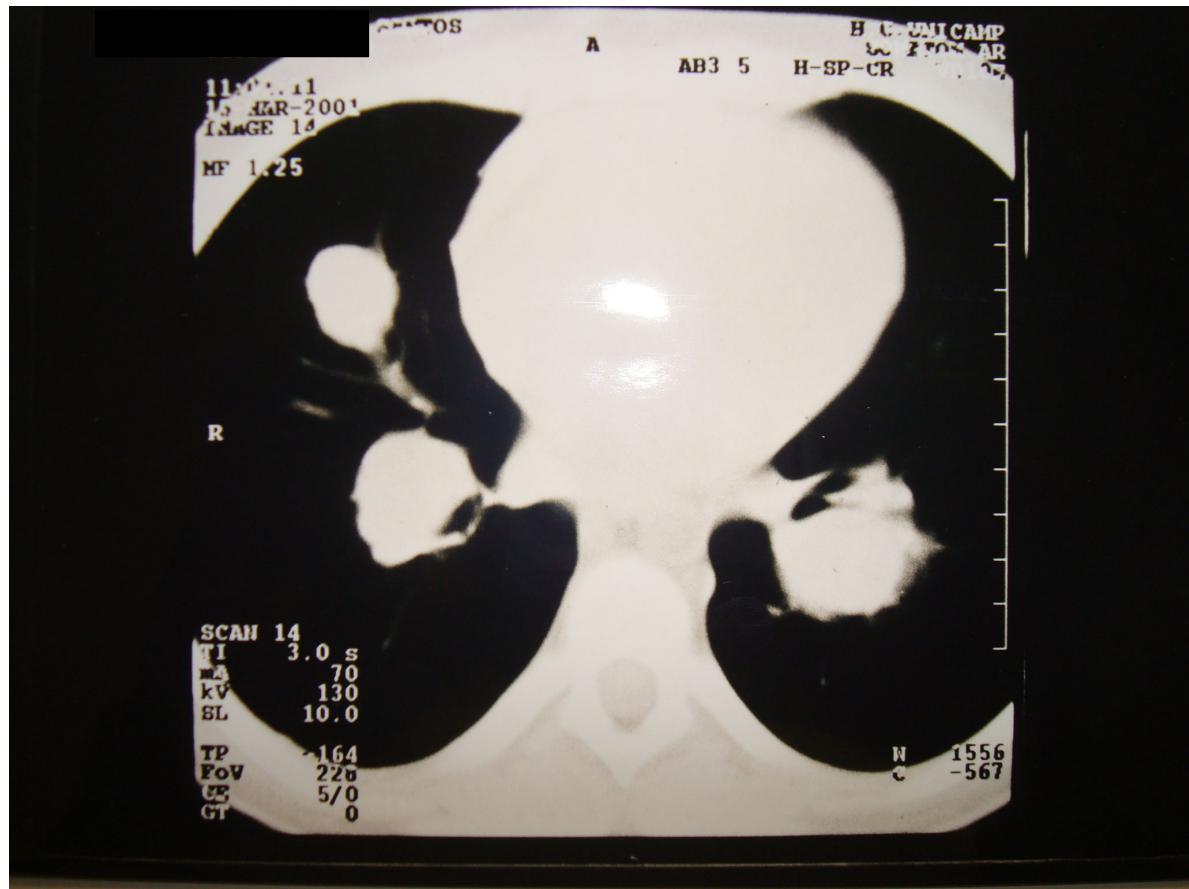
Tomografia computadorizada de tórax: aneurismas de artérias pulmonares
